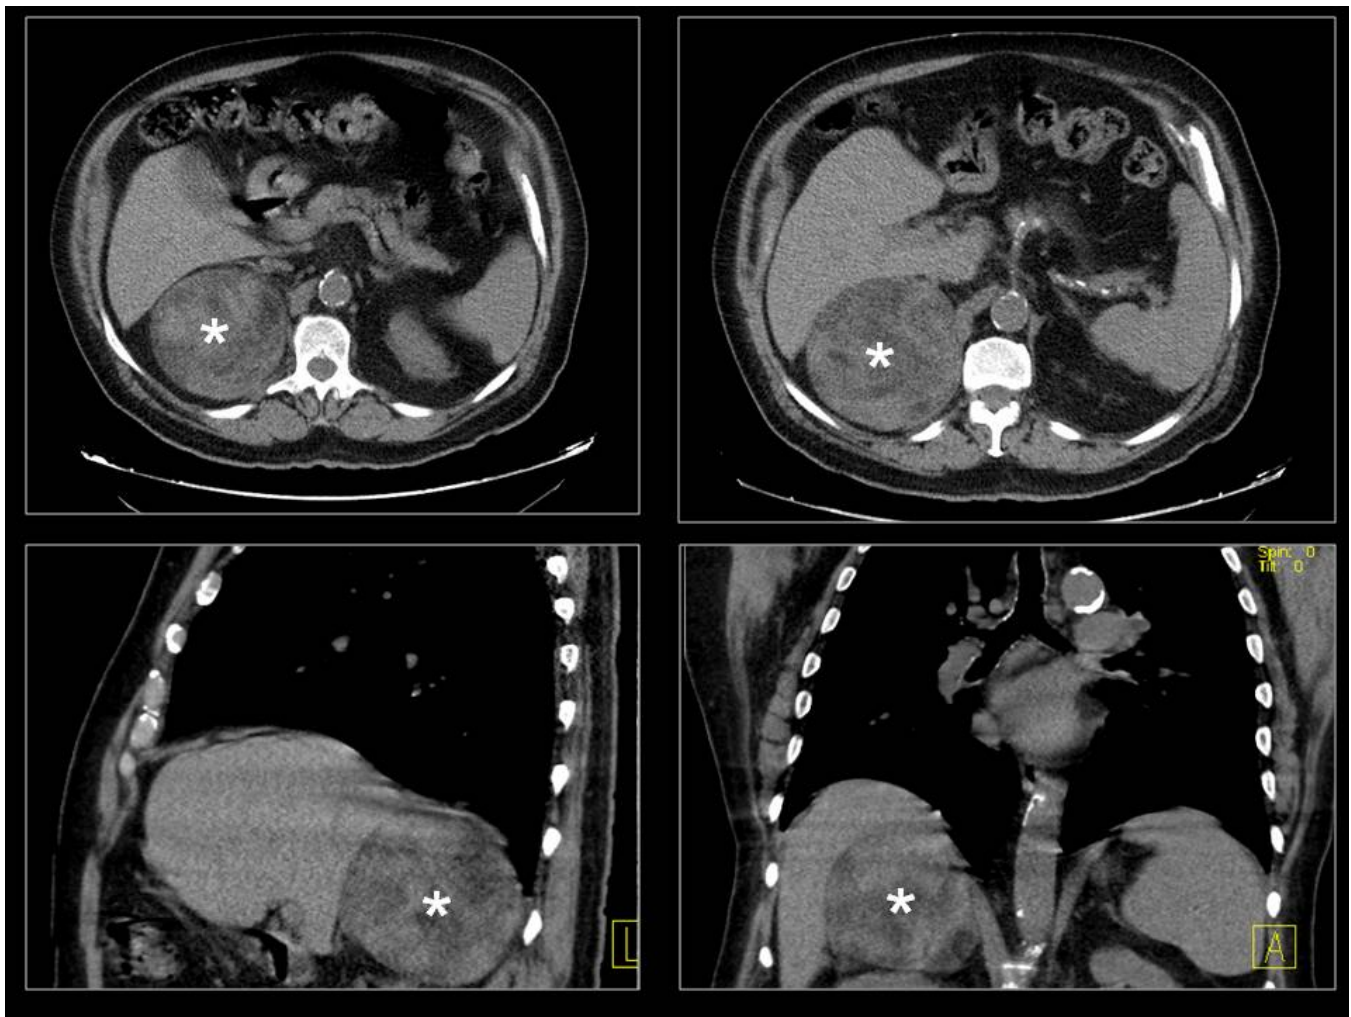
MIELOLIPOMA. TC sin contraste con cortes axiales (arriba), sagital y coronal (abajo) que muest mielolipoma (asteriscos).
